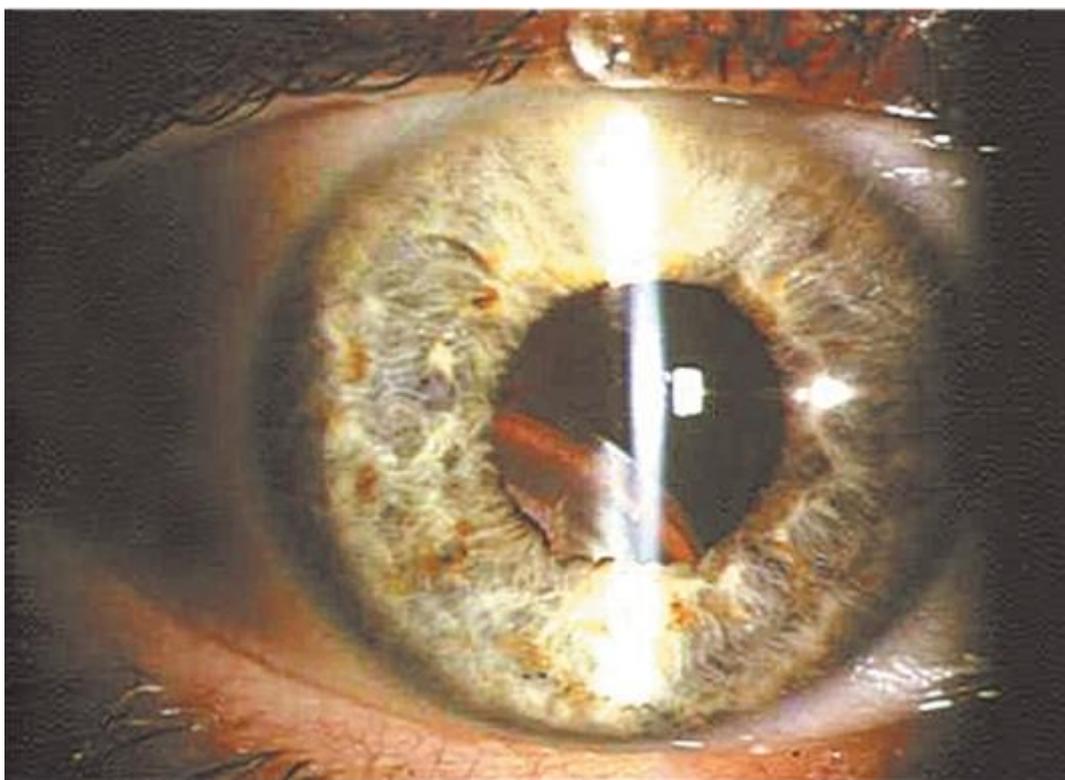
Контузионная катаракта, подвывих хрусталика III степени
